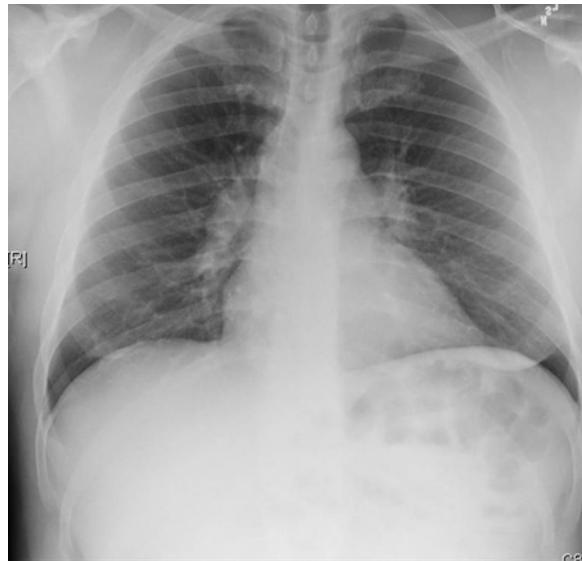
Radiografia torácica mostrando adenopatia hilar bilateral em paciente com sarcoidose
